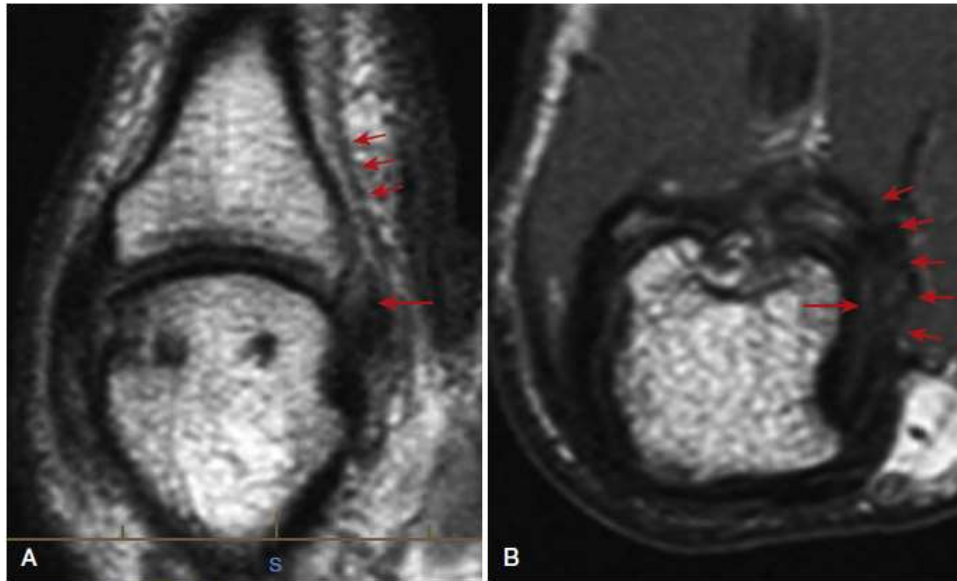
T2-weighted MRI appearance of a group 1 ulnar collateral ligament injury, demonstrating sprain or partial tear injury of ligament. A, Sagittal view. B, Axial view demonstrating increased signal associated with partial tear in the ulnar collateral ligament (*large arrow*) lying beneath adductor aponeurosis (*small arrows*). (From Milner CS, Manon-Matos Y, Thirkannad SM: Gamekeeper's thumb—a treatment-oriented magnetic resonance imaging classification, *J Hand Surg Am* 40[1]:90-95, 2015.)
